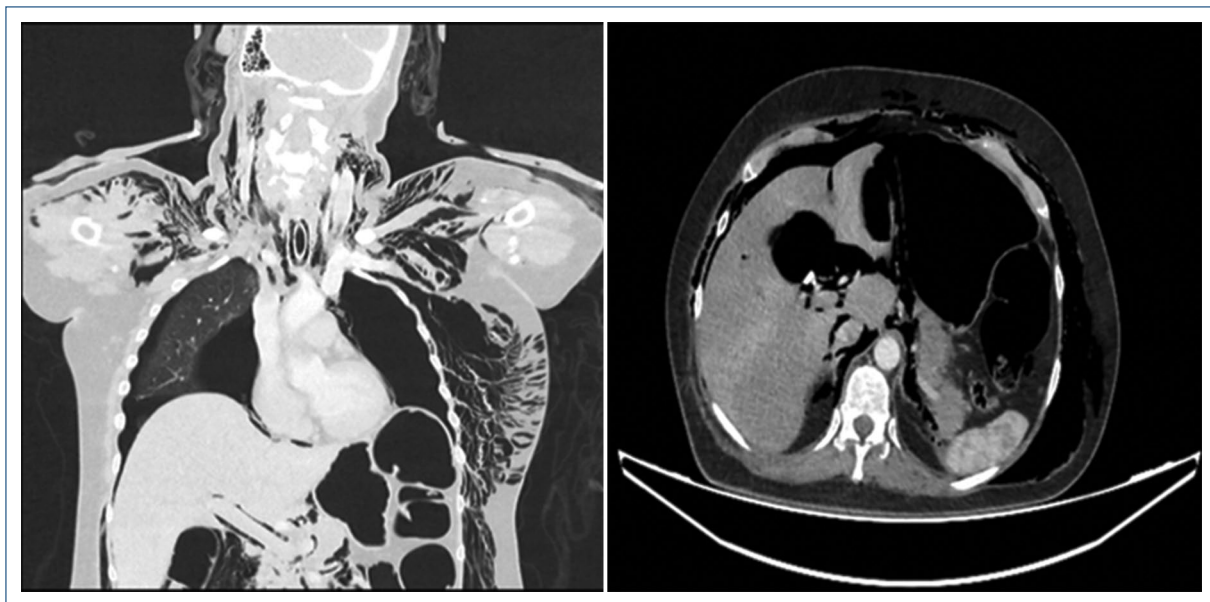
Tomografía contrastada de cuello, tórax y abdomen en corte coronal y corte axial con evidencia de enfisema subcutáneo a diferentes niveles, neumomediastino, neumoperitoneo y neumotórax bilateral.
